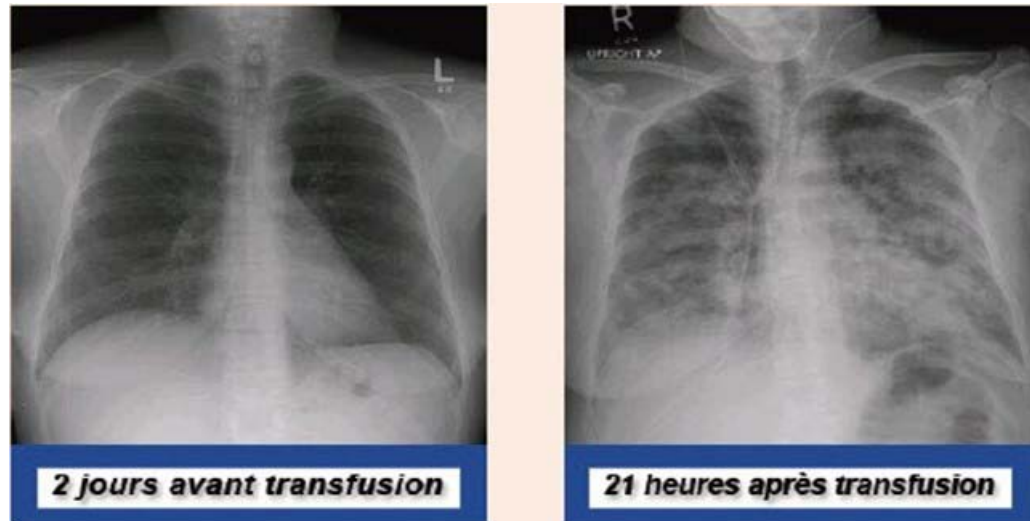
Radiographies pulmonaires d'un patient avant et pendant une atteinte pulmonaire aigue liée à la transfusion (TRALI)[74]
